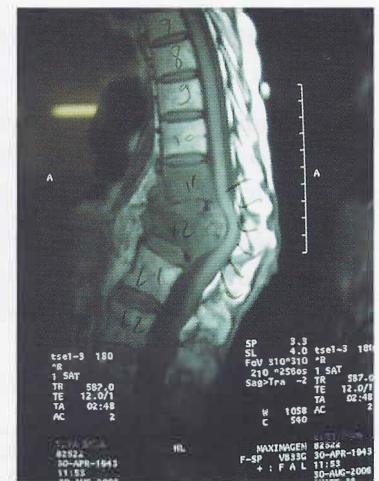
RM de coluna torácica ponderada em T2 pré-operatória
